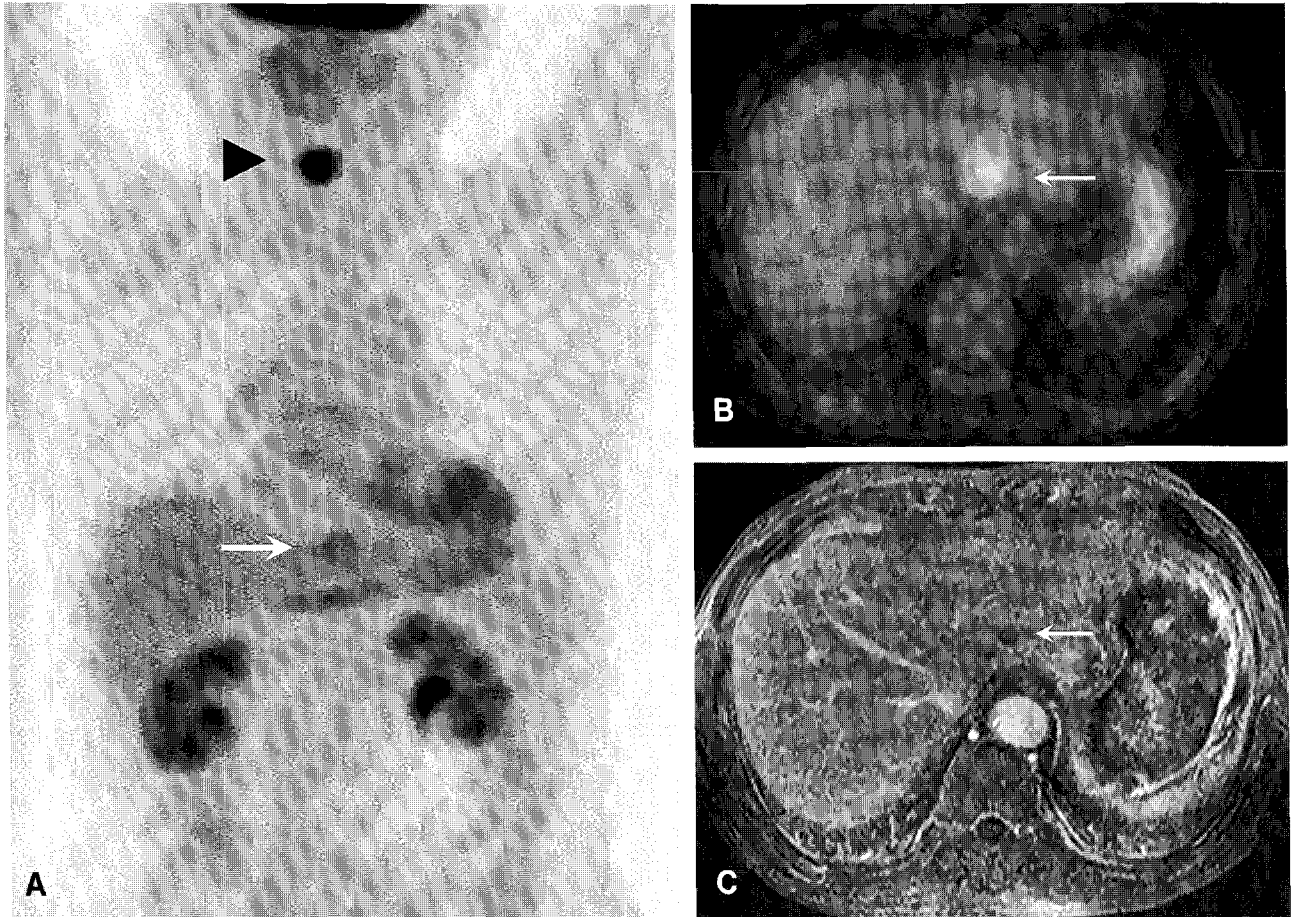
A 65 year-old man with right glottic cancer. (A) The projection image showed intense FDG uptake in right glottis (arrowhead), and F-18 FDG accumulation in liver (white arrow). (B) Axial image of F-18 FDG PET/CT showed increased F-18 FDG uptake (max SUV 2.9) (white arrow) in segment 2 of liver. (C) Gadolinium enhanced T1 weighted MRI showed low signal intensity in segment 2 of liver (white arrow).
